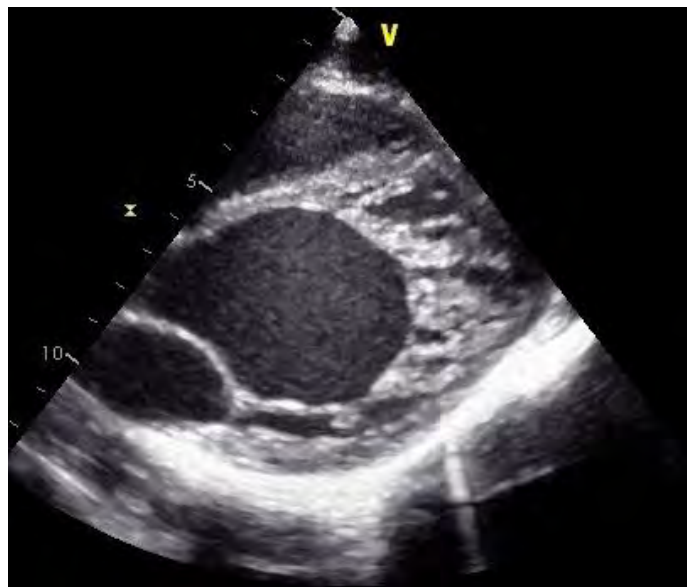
Эхокардиограмма больного И. Парастеральная позиция, верхушка левого желудочка.
